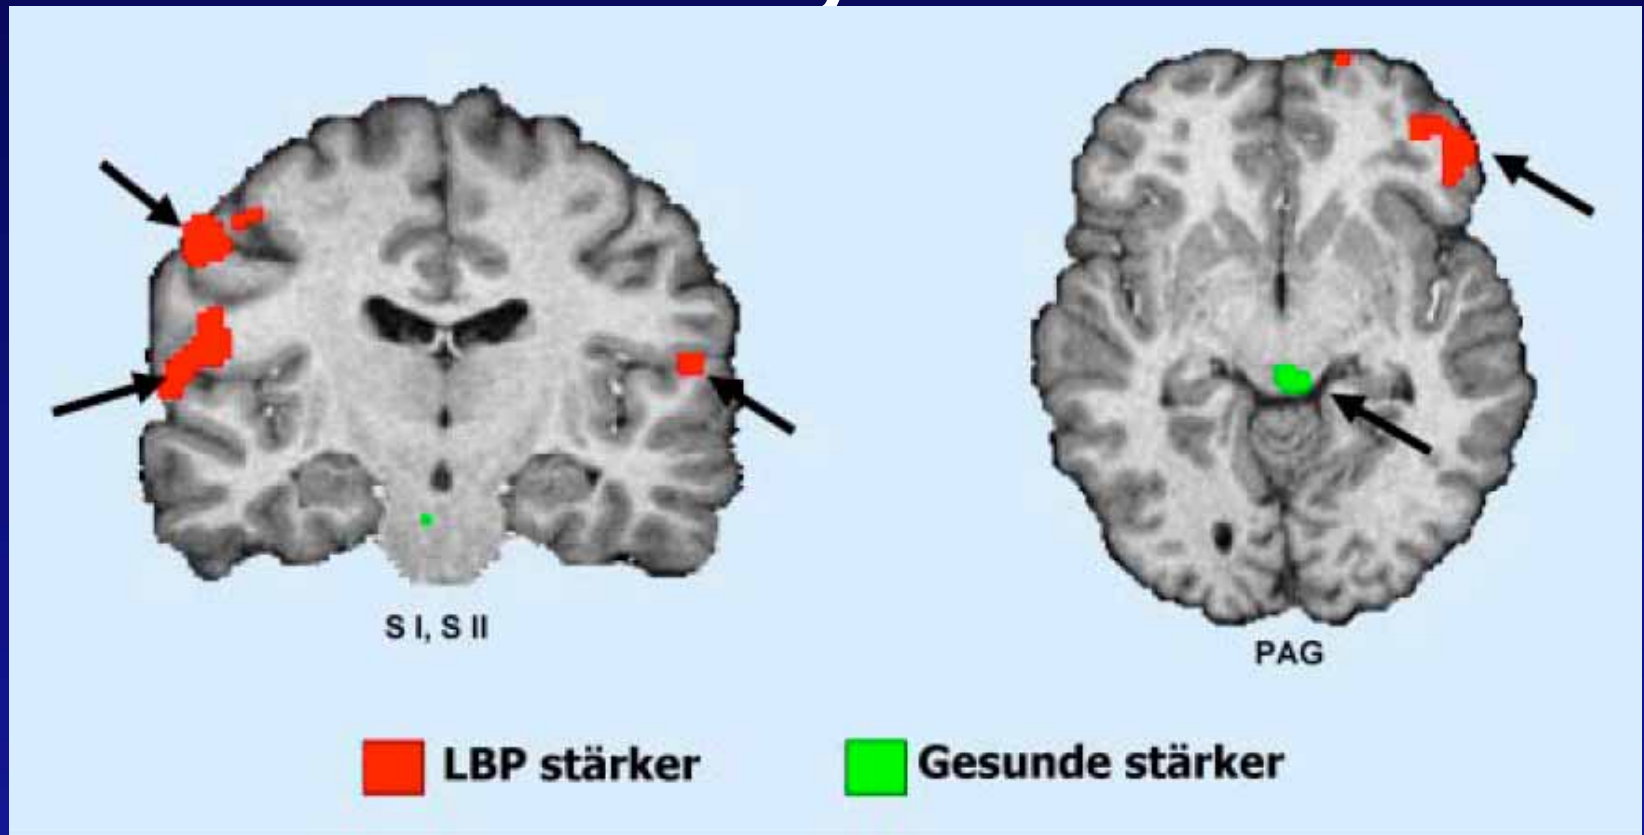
▲ Schmerzevozierte neuronale Aktivierungen. Areale mit signifikanten Unterschieden zwischen den Gruppen sind farblich über ein hochauflösendes T1-gewichtetes Hirn-MRT gelegt. Die Ergebnisse zeigen eine signifikante Mehraktivierung im kontralateralen primären und sekundären somatosensorischen Kortex (S1, S2) und im lateralen orbitofrontalen Kortex sowie eine signifikante Minderaktivierung im periaquäduktalen Grau (PAG) der Rückenschmerzgruppe (LBP)
